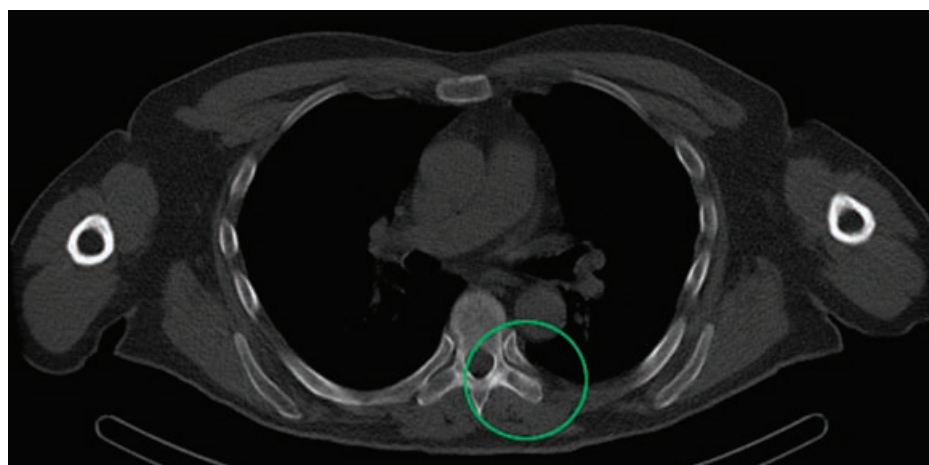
ОФЭКТ/КТ. КТ-составляющая часть исследования
